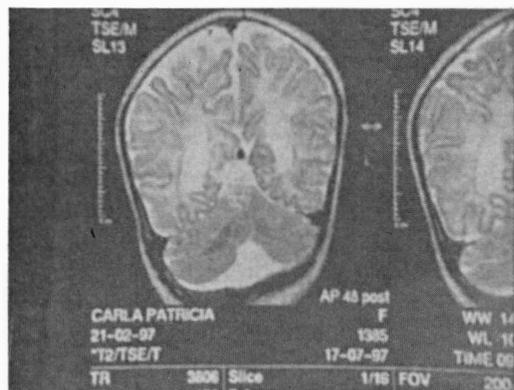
Ressonância magnética cerebral (corte coronal) que demonstra a hipogênese do vérmis e polimicrogiria.
